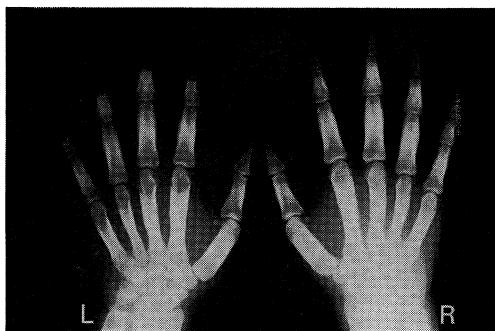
X-Ray picture of the hands. Periosteal thickening in metacarpal bone, proximal and middle phalanges are shown.
